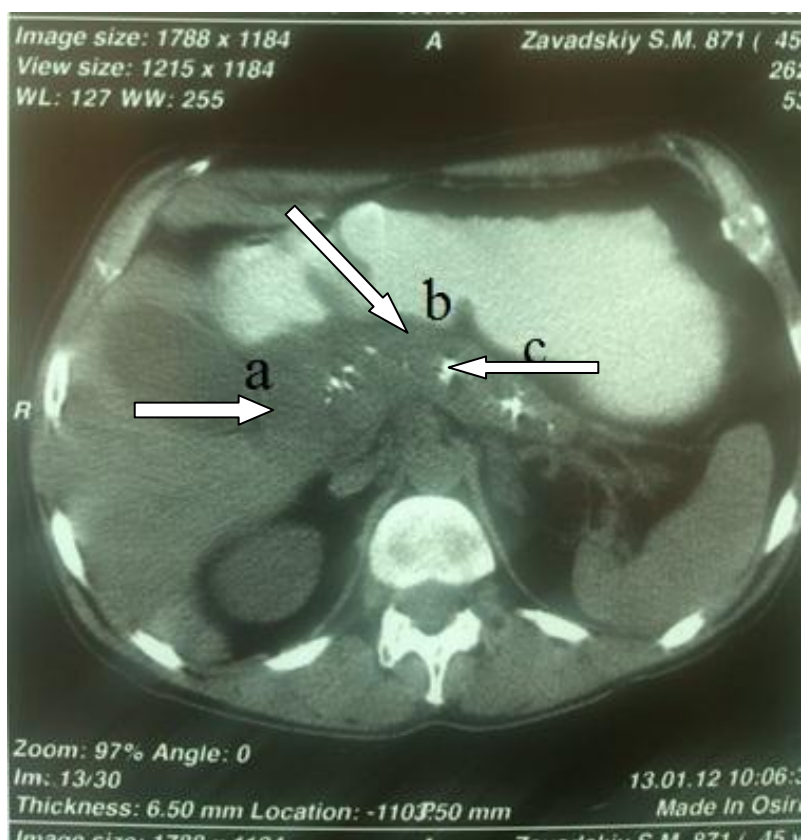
СКТ хворого 3. 1964 р.н. Мед.карта №3275 на хронічний алкогольний панкреатит, стадія С: а – кістозні порожнини в голівці ПЗ; б – кальцифікати в паренхімі ПЗ; с – розширення протоки Вірсунга.
